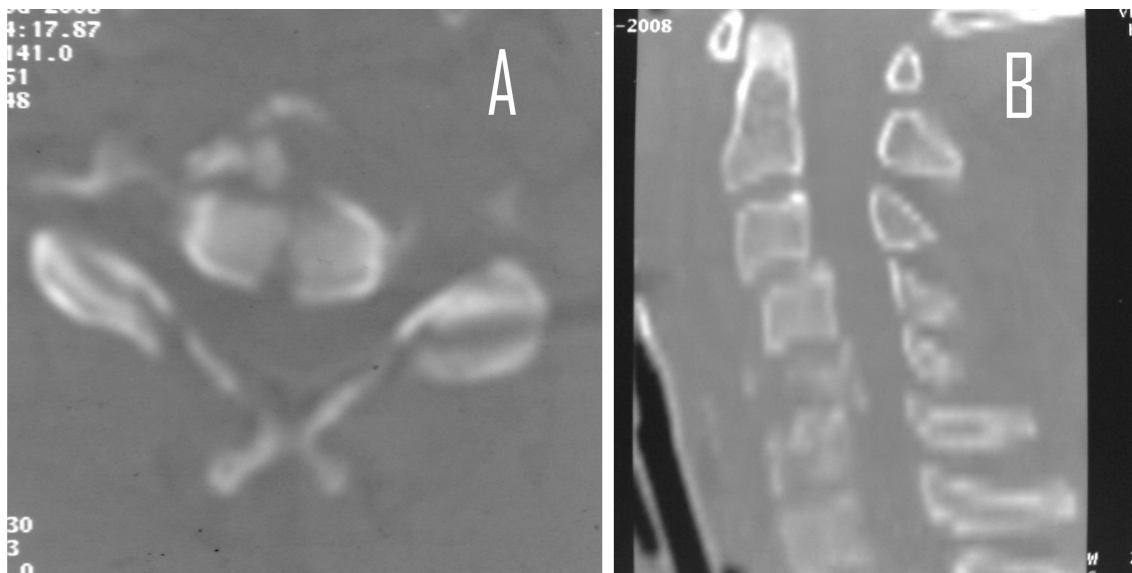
TOMOGRAFIA CERVICAL: Avaliação da retropulsão dos fragmentos na fratura-explosão em (A) corte axial e em (B) reconstrução sagital.
